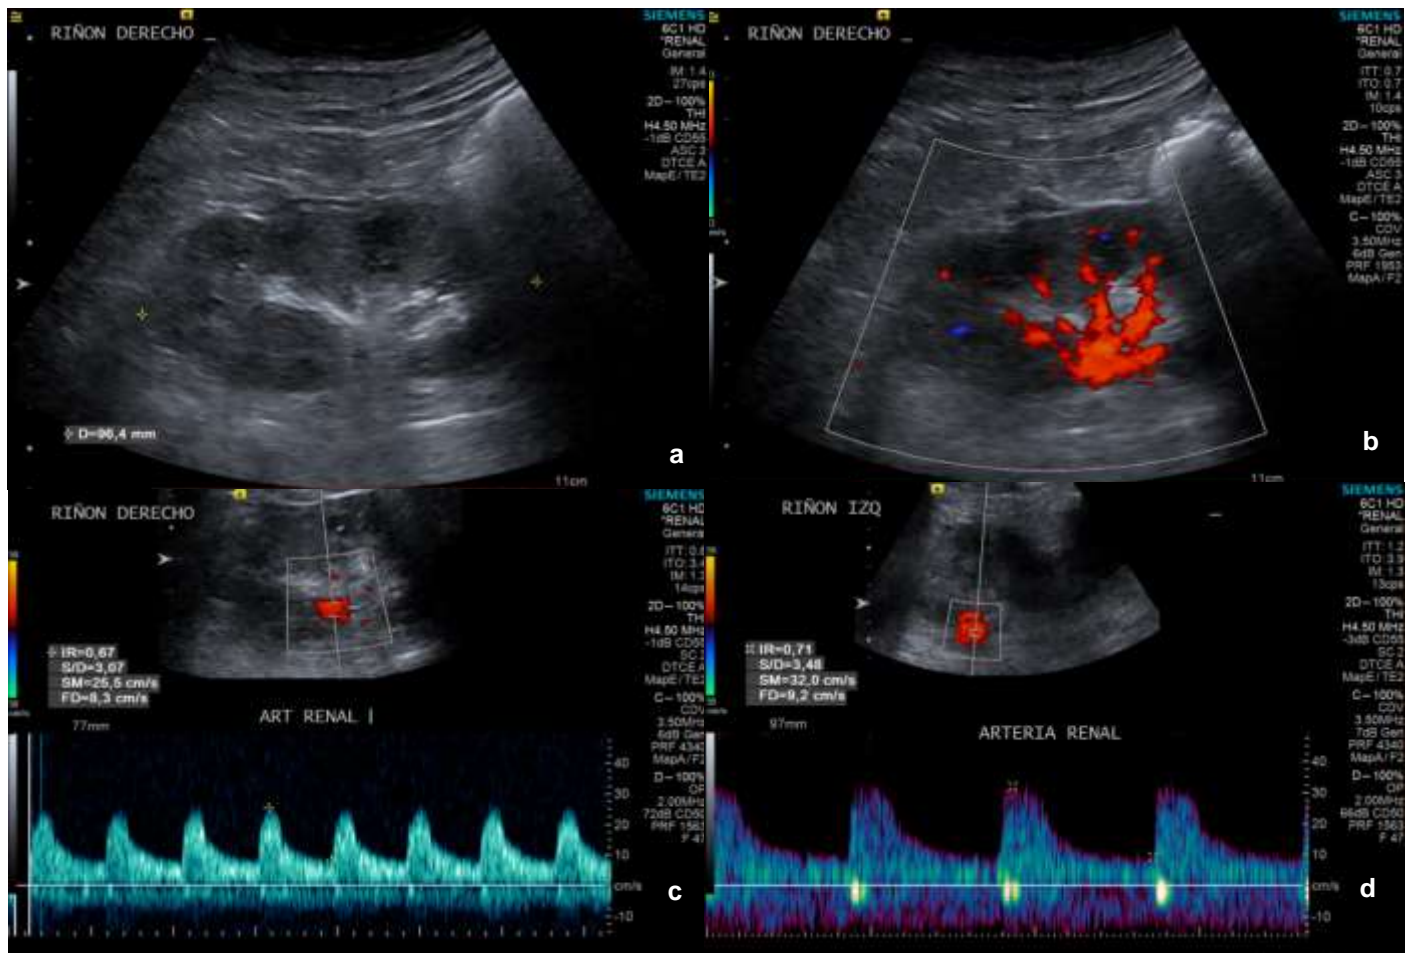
USG Doppler pulsado de riñones nativos en mujer de 66 años con urosepsis, disnea y desarrollo de LRA. Con CrS de 0.60 mg/dL al momento de diagnóstico. a. morfología con cambios por edad y algunos focos ecogénicos papilares. b. VIR grado 3. c. modalidad pulsado con IRRc de 0.69 d. USG de control a los 5 días, posterior a reporte de CrS de 0.50 mg/dL, con IRRc de 0.70 (*correlación lineal*).
